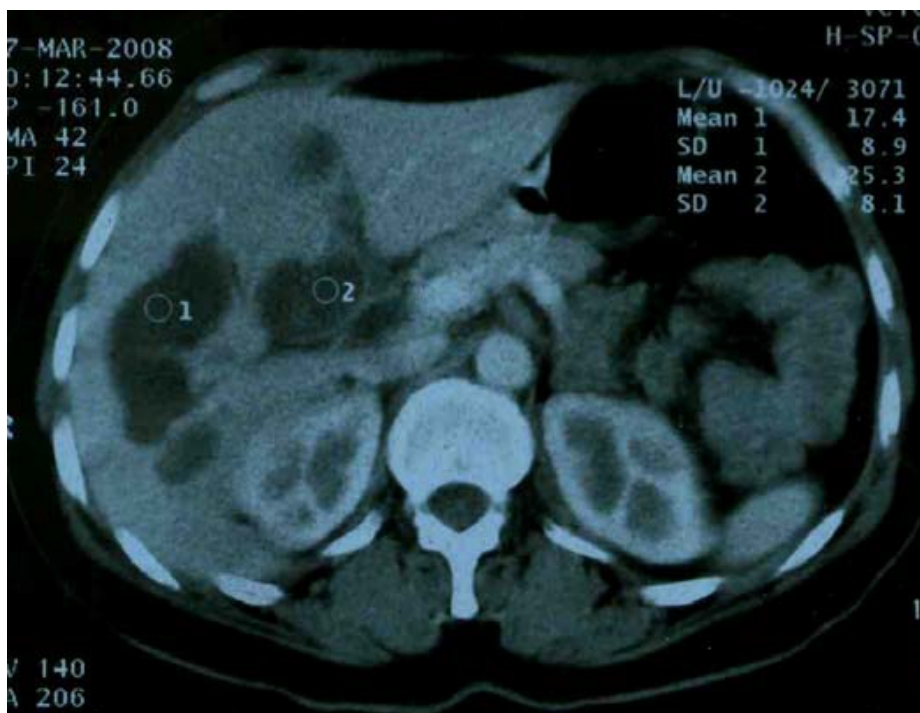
TDM abdominale montrant des lésions hypodenses compatibles avec des hématomes intra-hépatiques compliquant un HELLP syndrome [3].
